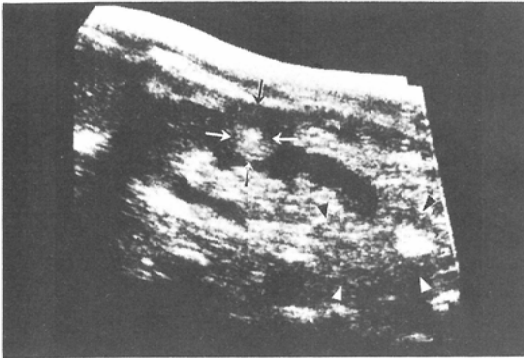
Ultrasonogram of the left kidney. Inhomogeneous round mass in the midportion (arrows). Exophytic solid lower-pole mass with some hyperechoic parts (arrow heads).
